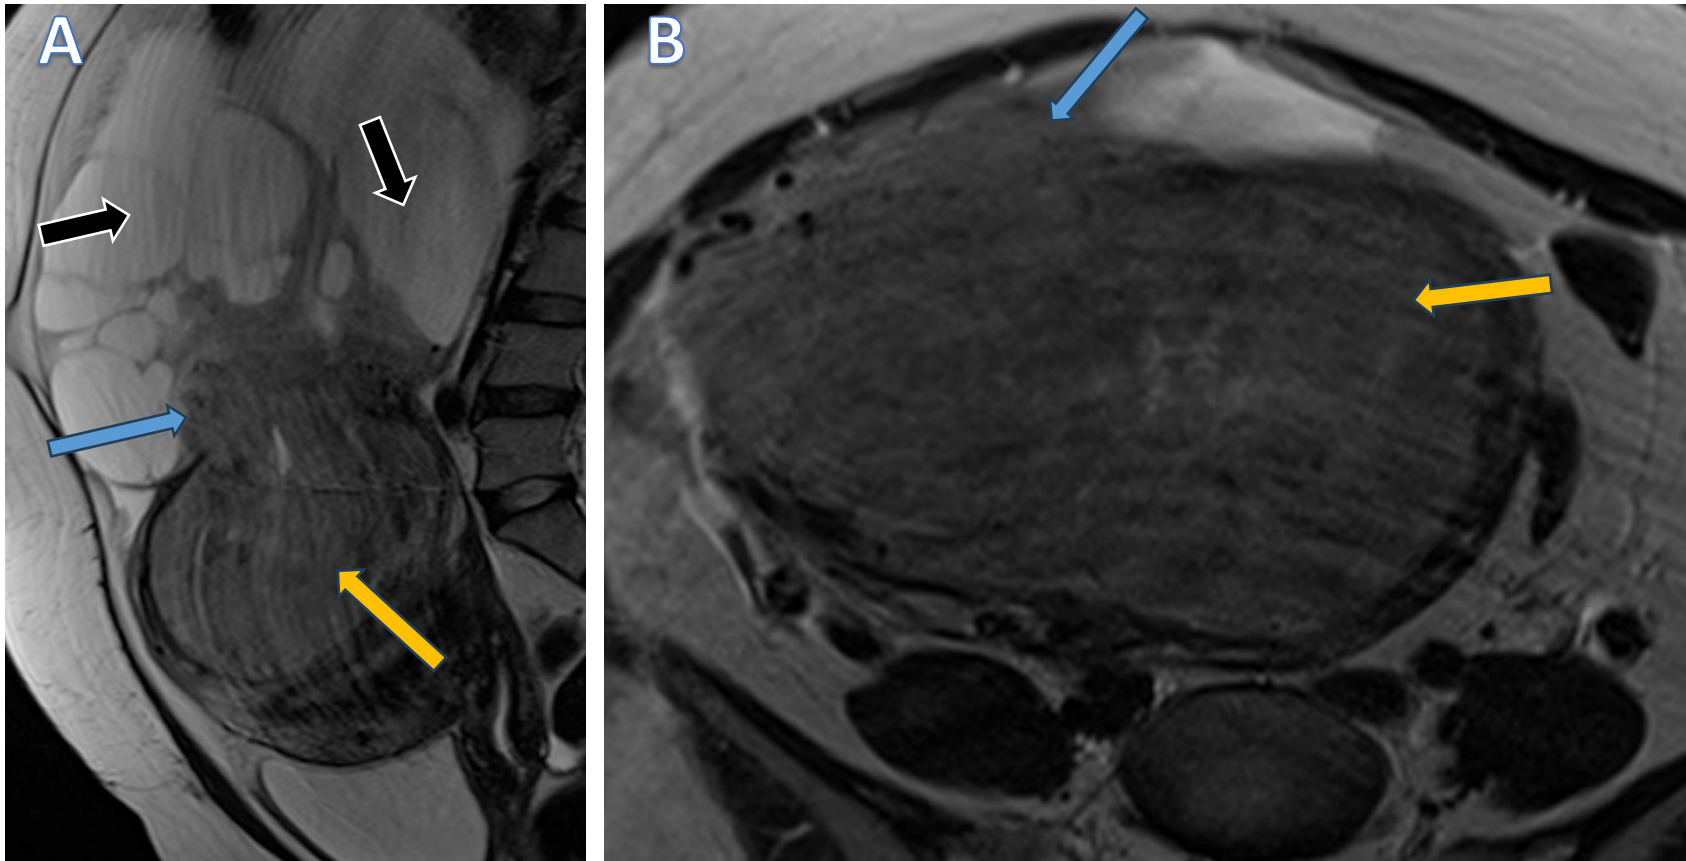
RM de pelvis en el plano sagital (A) y axial (B) potenciadas en secuencia T2 . Se observa una formación heterogénea (flecha naranja en A y B) que se origina en miometrio y se extiende más allá de los límites del cuerpo uterino (flecha azul en A y B). Presenta además múltiples áreas hiperintensas en T2 de degeneración quística/necrótica (flechas negras en A).
